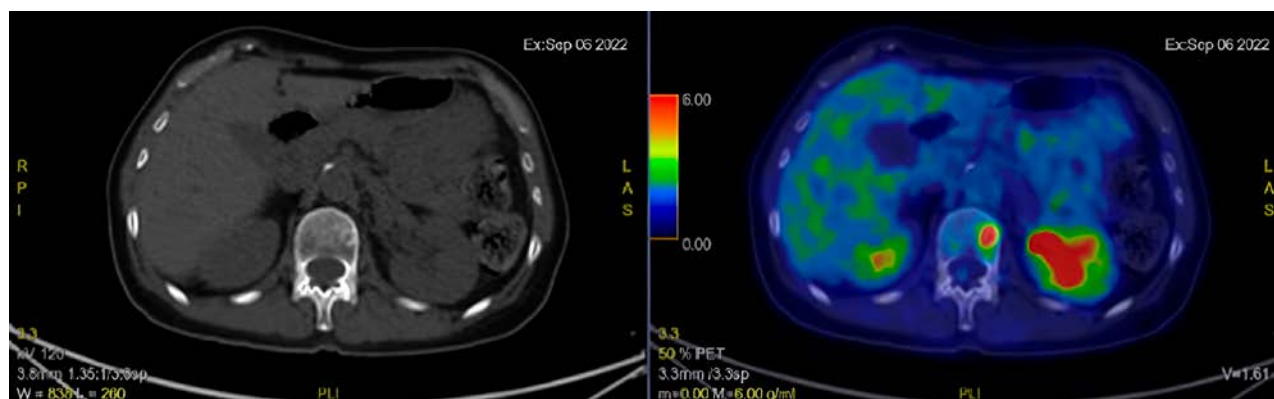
PET basale pre avvio terapia con sacituzumab govitecan (settembre 2022).
